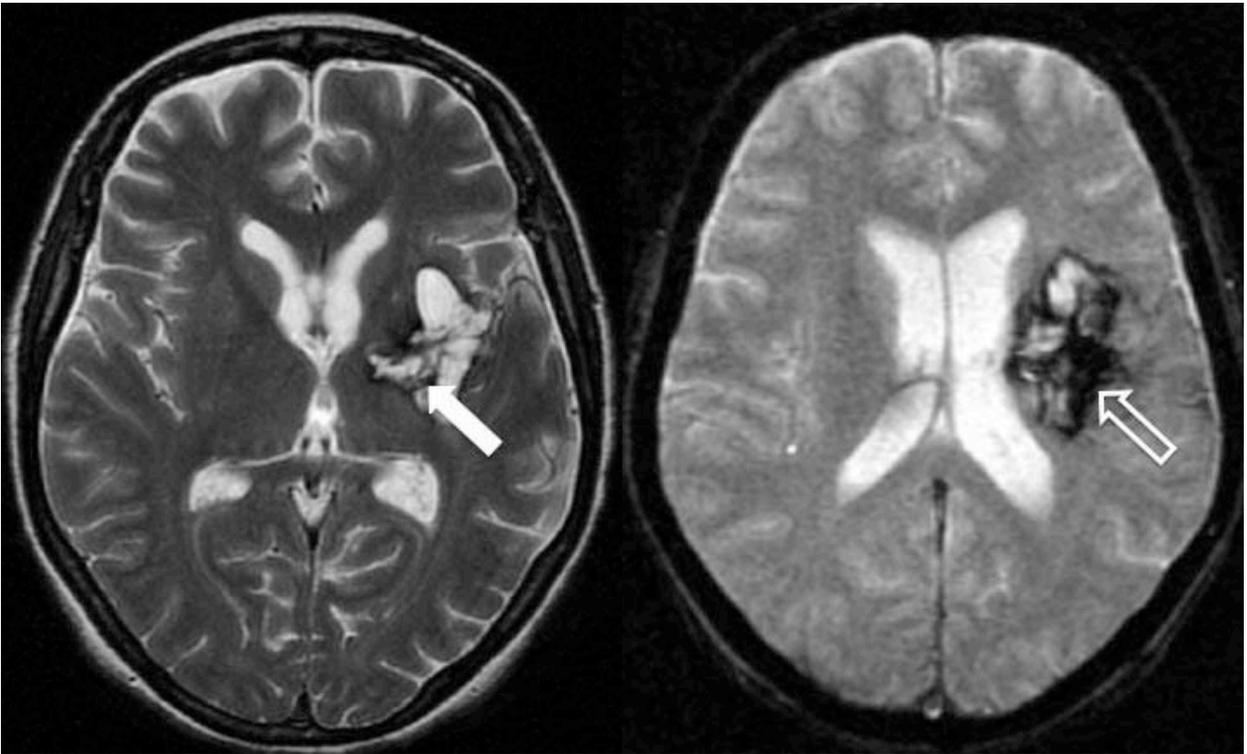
Imagens de ressonância magnética no plano axial (A – ponderada em T2 e B gradiente refocalizado eco) de paciente feminino de 48 anos com área de malácia (seta) preenchida por produtos de degradação da hemoglobina – ferritina e hemossiderina (seta aberta), esses achados são compatíveis com hemorragia nos gânglios da base no lado esquerdo.
